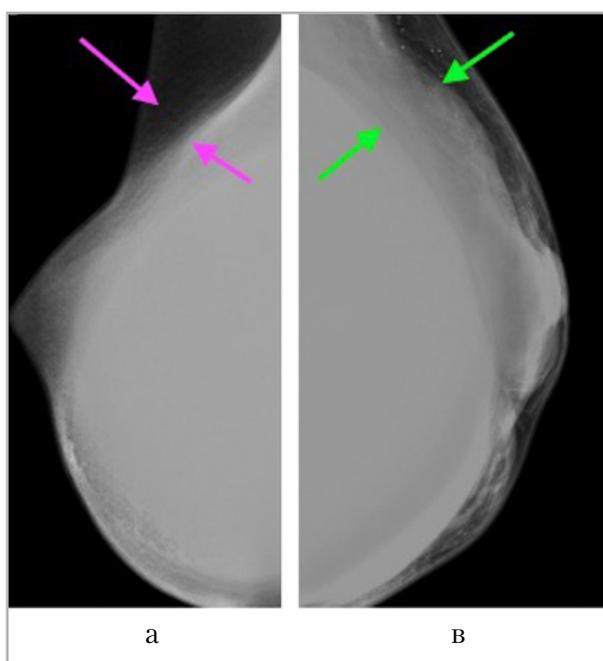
Рентгенограммы молочных желез в косой проекции: *а* — косая проекция правой молочной железы, железистая ткань отсутствует (*розовые стрелки*); *б* — косая проекция левой молочной железы, железистая ткань сохранена (*зеленые стрелки*)
